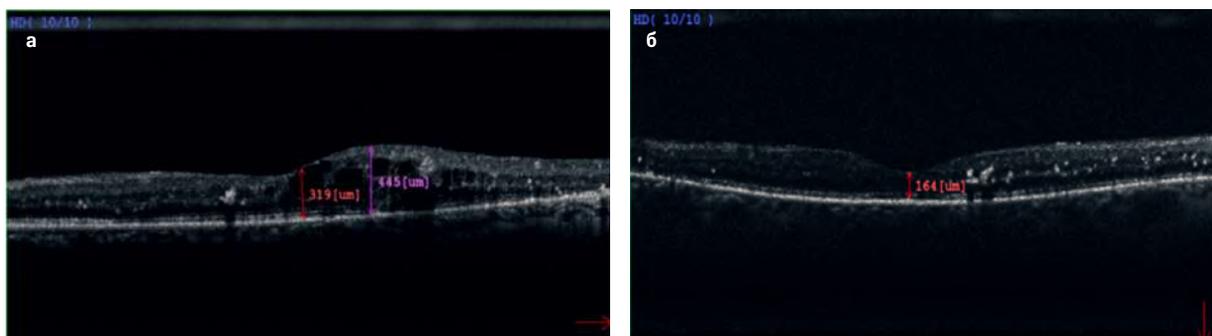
Томограмма центральной зоны сетчатки пациента Е.: а – до лечения; б – через месяц после 5-й инъекции ИВВ афлиберцепта
